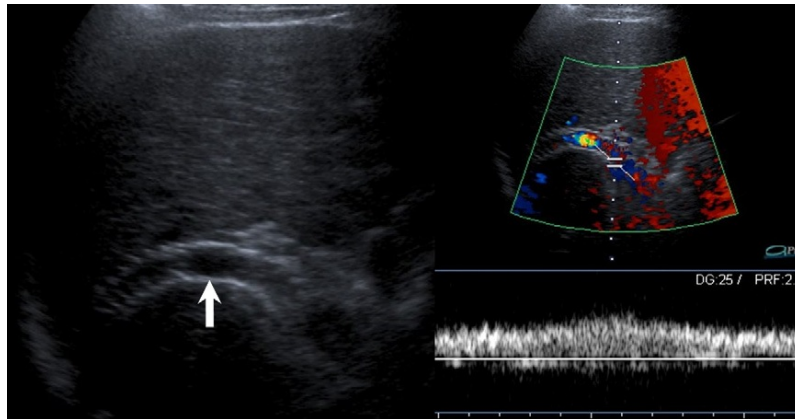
TIPS in situ (Pfeil): Links im konventionellen B-Bild, rechts in der Triplexdarstellung mit farbkodiertem B-Bild und abgeleitetem Dopplerspektrum (aus Goyal 2009)
